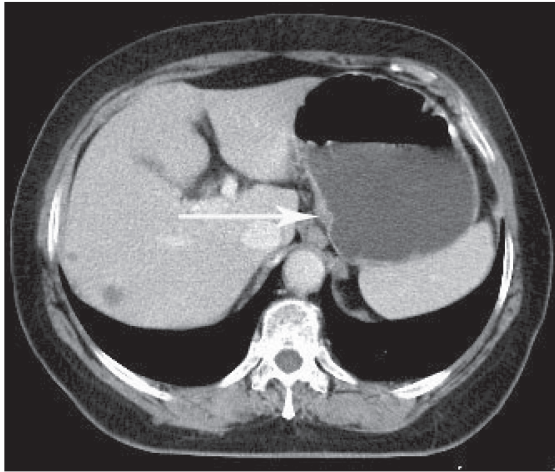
СКТ органов брюшной полости до лечения (клиническое наблюдение 1). Опухоль кардиального отдела желудка с признаками перехода на абдоминальный сегмент пищевода (отмечено стрелкой). КТ-данных за внеорганное распространение опухоли, метастатическое поражение регионарных лимфатических узлов не получено
